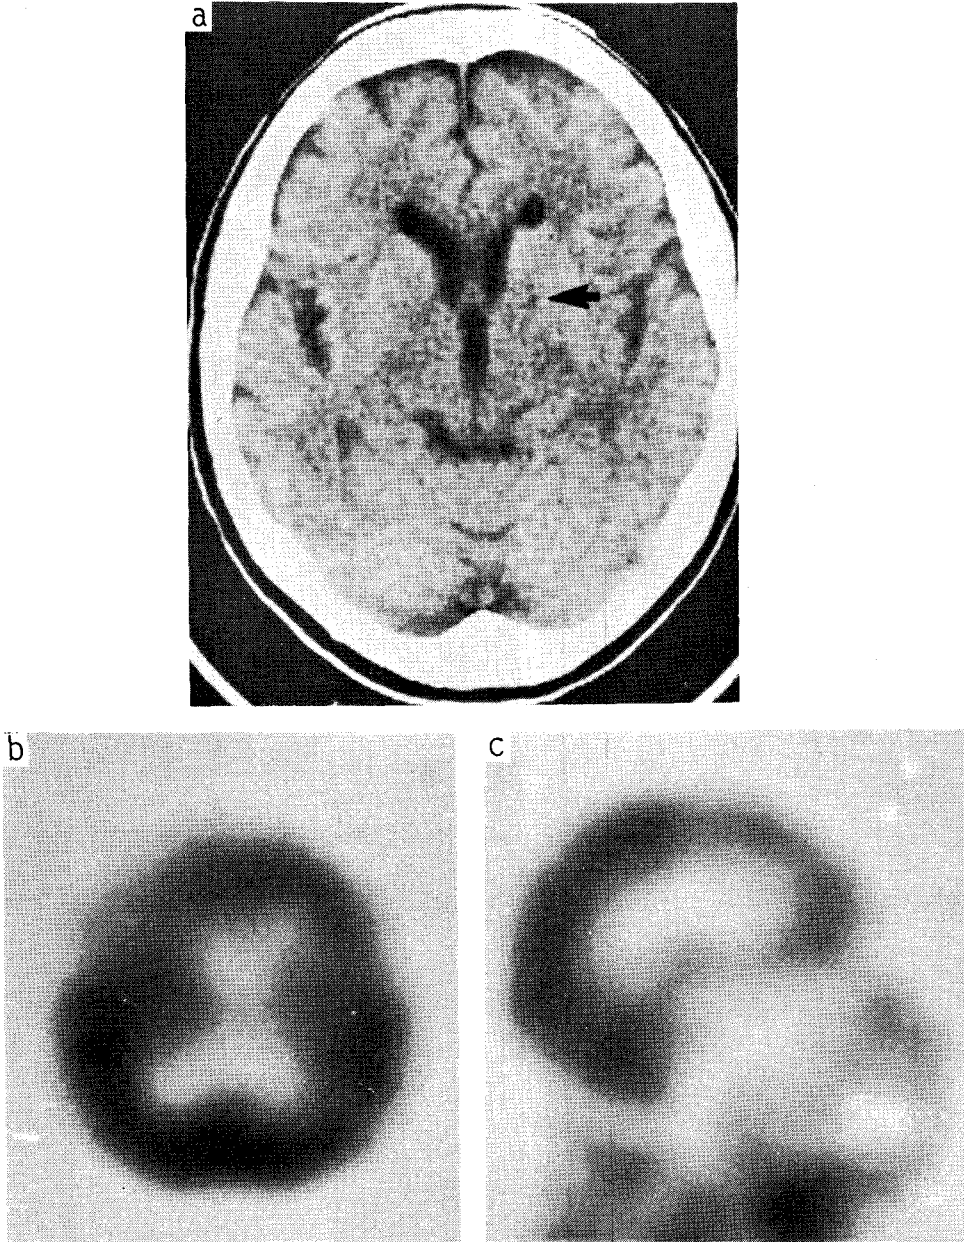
Case 1. a. Brain CT shows diffuse low density in cerebral white matter and left globus pallidus. b. & c. Transverse & sagittal images of ^{99m}Tc -HMPAO Brain SPECT reveal localized decreased rCBF at both basal ganglia and frontal lobe.
